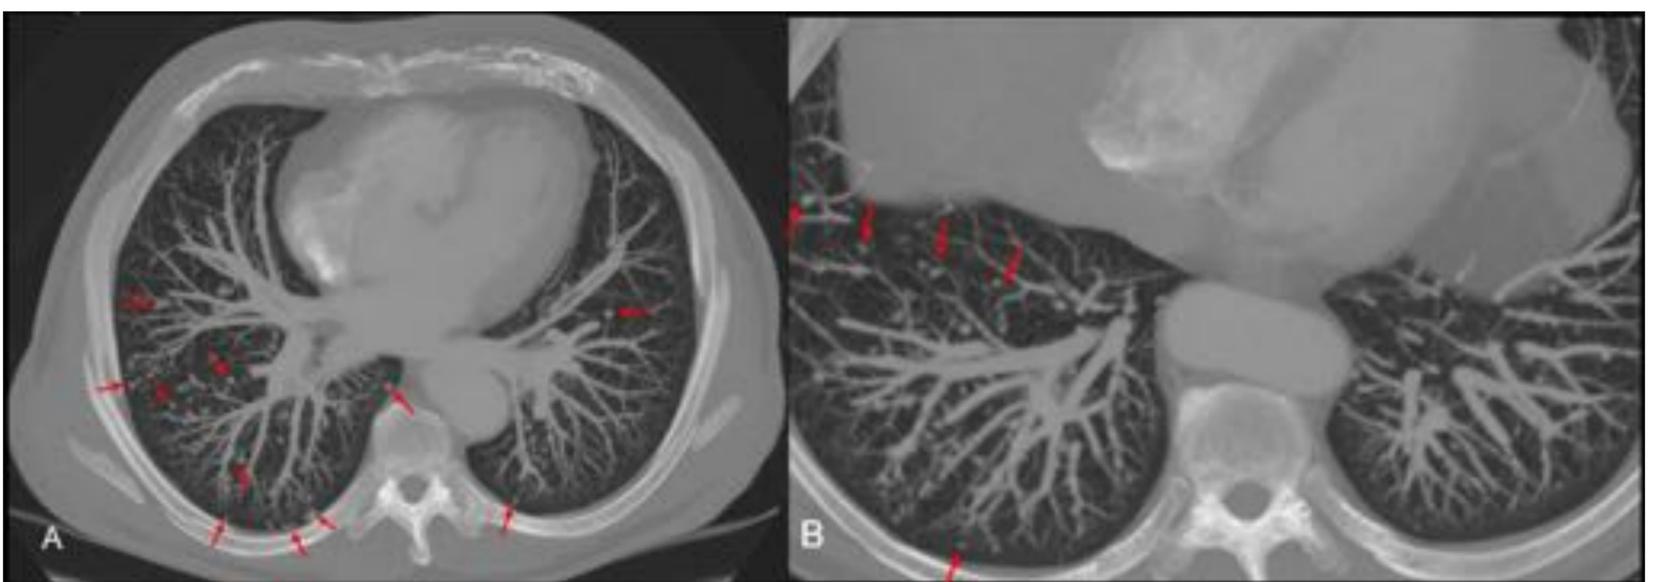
A y B: MIP axial en TC de tórax con contraste intravenoso en fase en arterial. Múltiples imágenes pseudonodulares infracentimétricas, de localización tanto central como periférica, de predominio en ambos lóbulos medio e inferiores compatibles con fístulas arterio-venosas. Hospital Universitario de Bellvitge.
